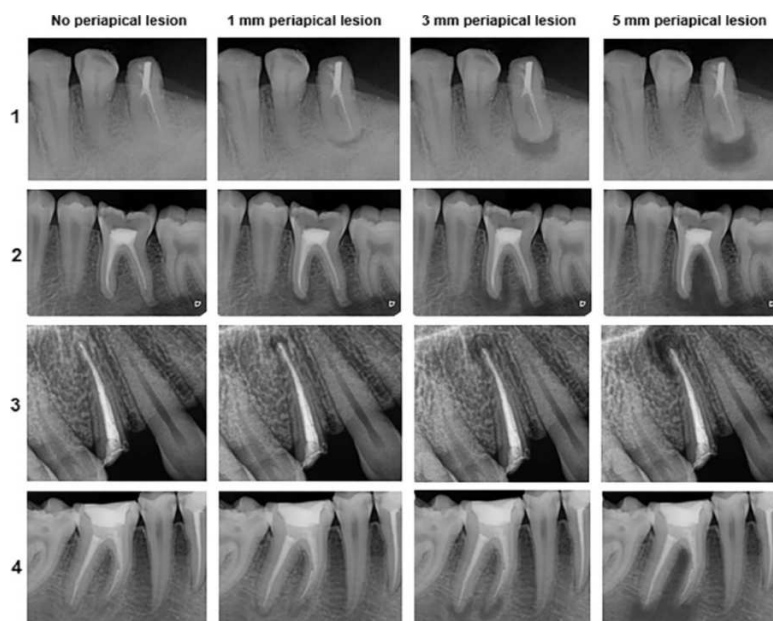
Images de lésions périapicales sur 4 radiographies différentes, réalisées à l'aide du logiciel PicsArt (Softonic International). Cas n° 1 : canal supplémentaire non détecté et restauration postopératoire ratée ; Cas n° 2 : obturation canalaire incomplète au niveau de la racine distale et absence de restauration coronaire ; Cas n° 3 : couronne fracturée au niveau coronaire de la jonction cémento-dentinaire et obturation canalaire non exposée ; Cas n° 4 : lime cassée dans le canal radiculaire mésio-vestibulaire (79).
